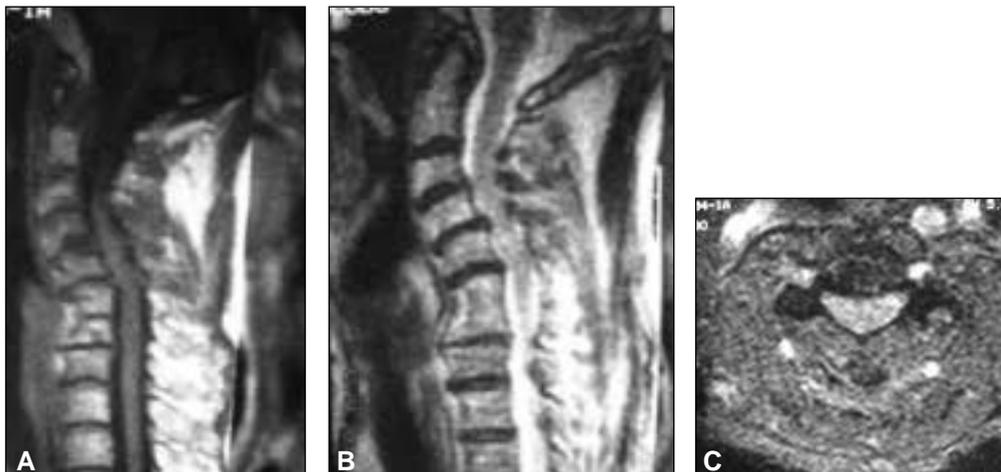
Resonancia magnética posquiropraxia. Se observa severa artrosis, fusión congénita de C6-C7 y signos de estenosis, e imagen de mielopatía proximal a la fusión. A. Corte sagital a nivel de T1. B. Corte sagital a nivel de T2. C. Corte axial a nivel de T2.
